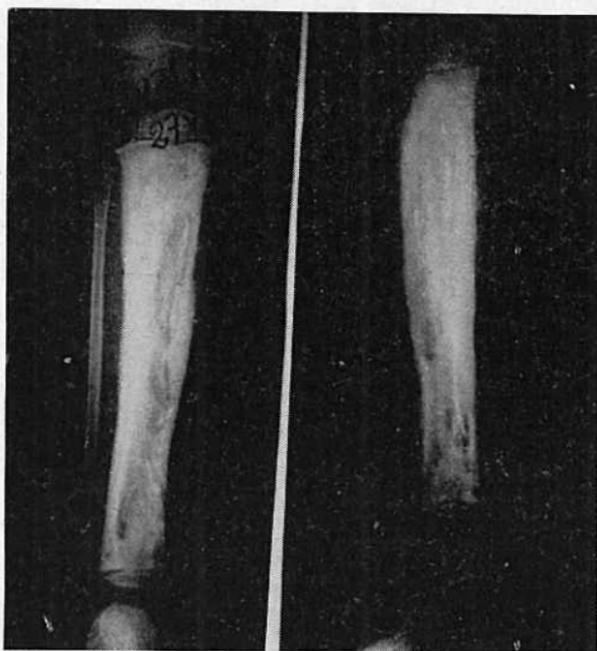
Radiografía previa a la aplicación del medicamento. Obsérvese el engrosamiento de la cortical, la tubulización de la diáfisis y numerosos secuestros. Las epífisis están indemnes.
